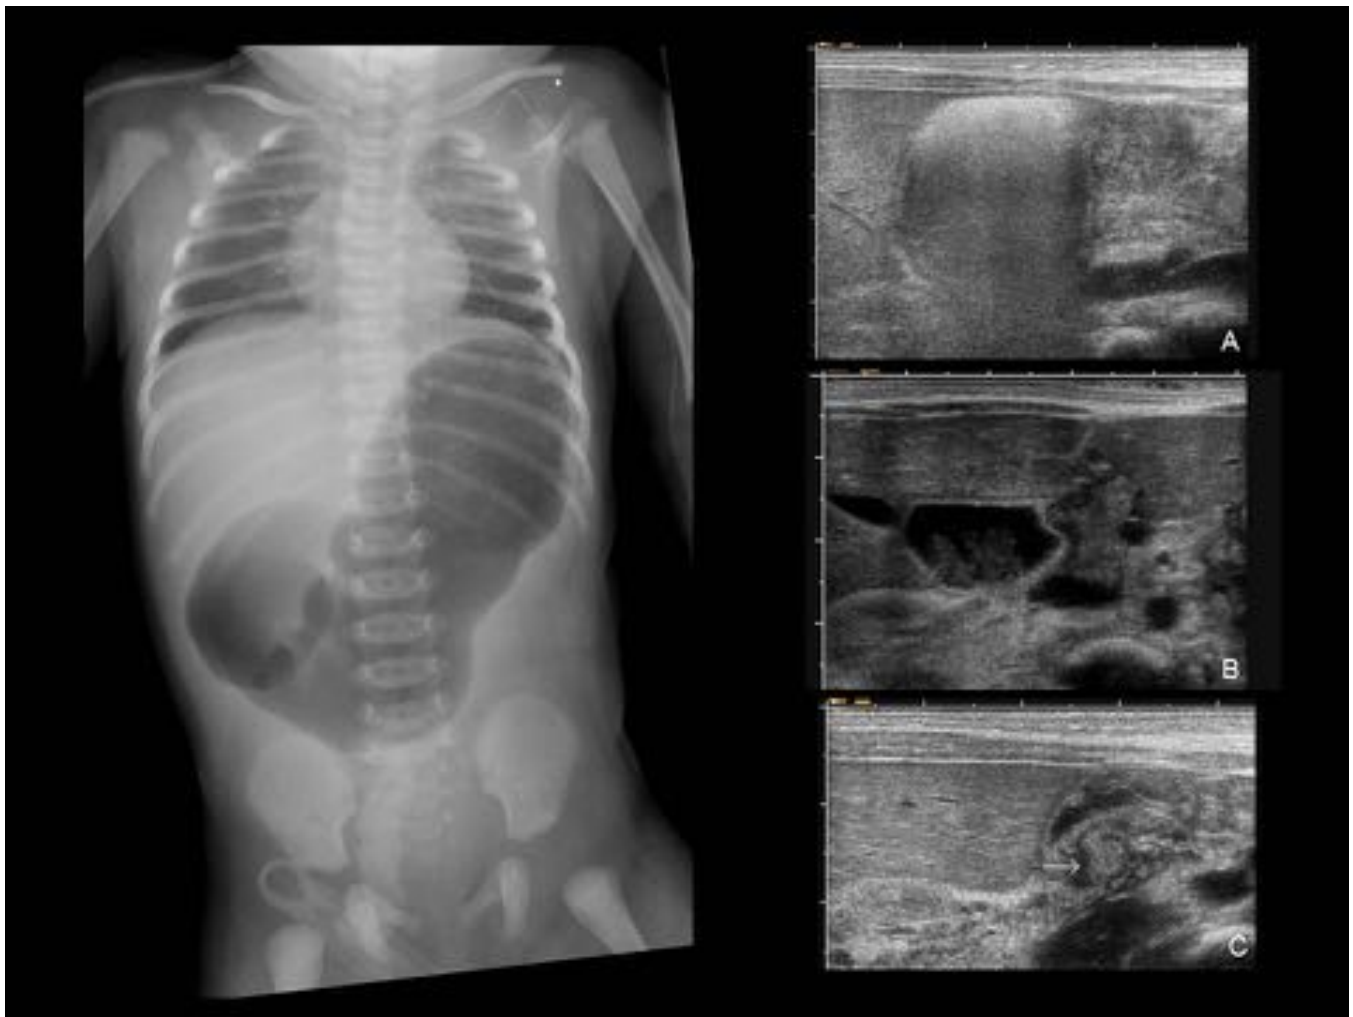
ATRESIA DUODENAL. RNPT con sd. de Down. Vómitos biliosos. Diagnóstico intraútero de dilatación intestinal. Radiografía con patrón de obstrucción intestinal alta completa, de “doble burbuja” (duodenal) sin gas distal. Ecografía con distensión del bulbo duodenal (A y B) y cambio de calibre brusco en 2ª porción (flecha en C), distalmente colapsado. Apariencia normal del páncreas (B). Vasos mesentéricos normoposicionados (B), que excluye malrotación para la mayoría de autores.
